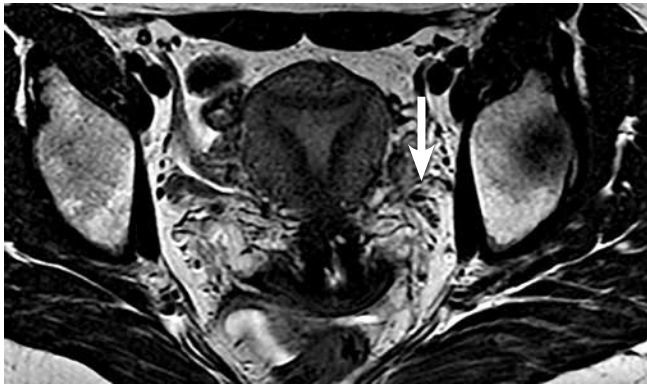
Компьютерная томография. Расширение вен параовариального венозного сплетения, более выраженное слева (указано стрелкой)
